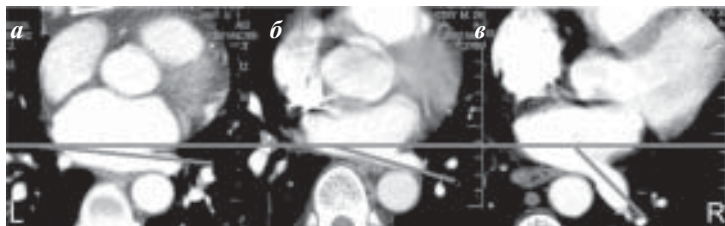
Пространственная ориентация легочных вен (ЛВ), впадение левой нижней ЛВ (ЛНЛВ) в аксиальной плоскости по отношению к фронтальной оси. КТ-изображения, аксиальный срез на уровне ЛНЛВ (а - впадение ЛНЛВ под углом $< -10^\circ$; б - впадение ЛНЛВ под углом от -10° до -20° ; в - впадение ЛНЛВ под углом $> -20^\circ$).
